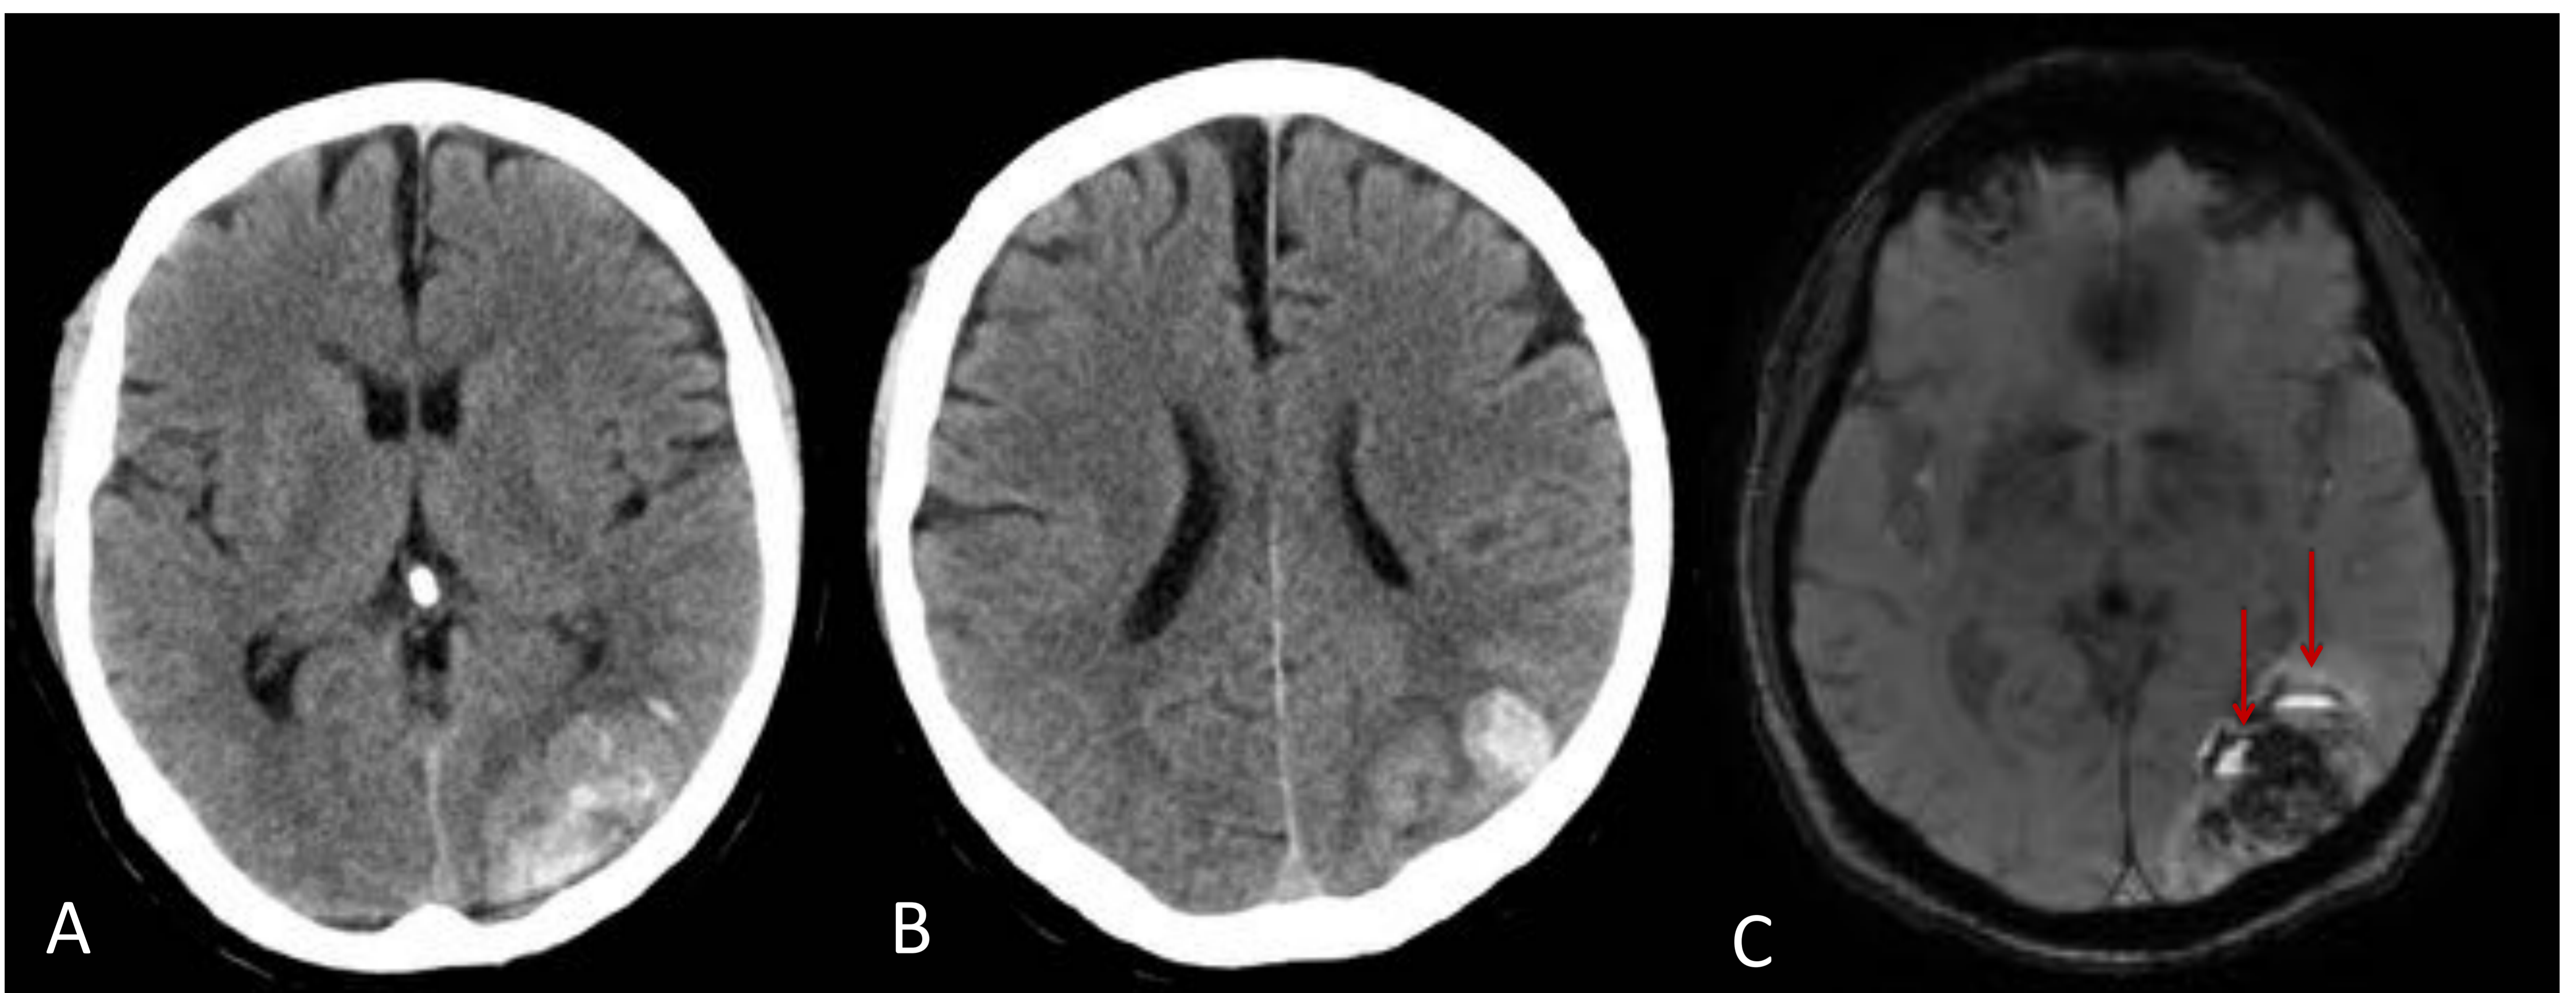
HIP lobar secundario a coagulopatía. A ,B) TC cerebral sin CIV y C) RM axial T2 flair donde se observa lesión córtico-subcortica occipital izquierda que en RM se muestra heterogénea en todas las secuencias con al menos dos colecciones con nivel líquido-líquido (flecha roja).
